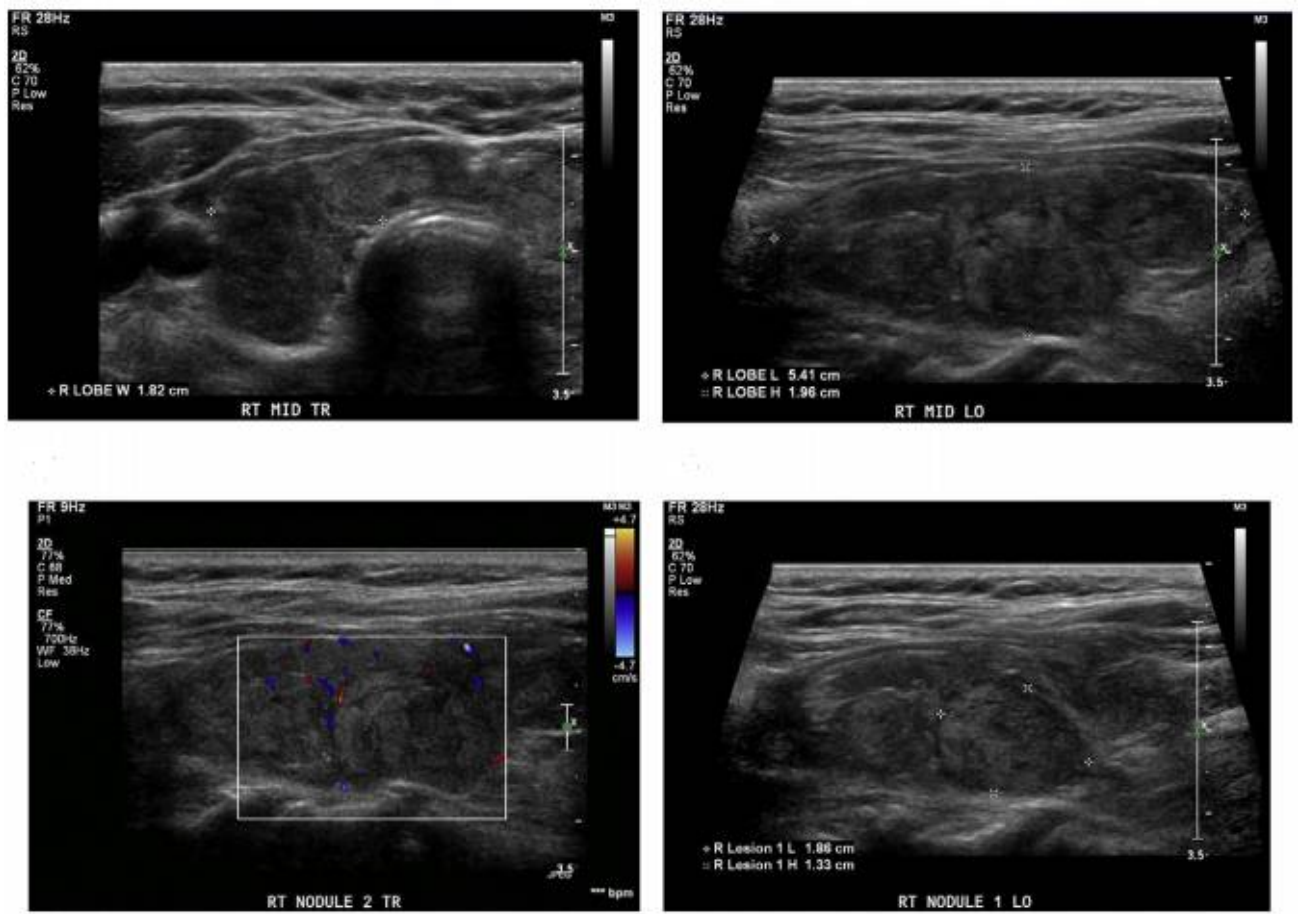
Aspect échographique de la thyroïdite auto immune [43]
